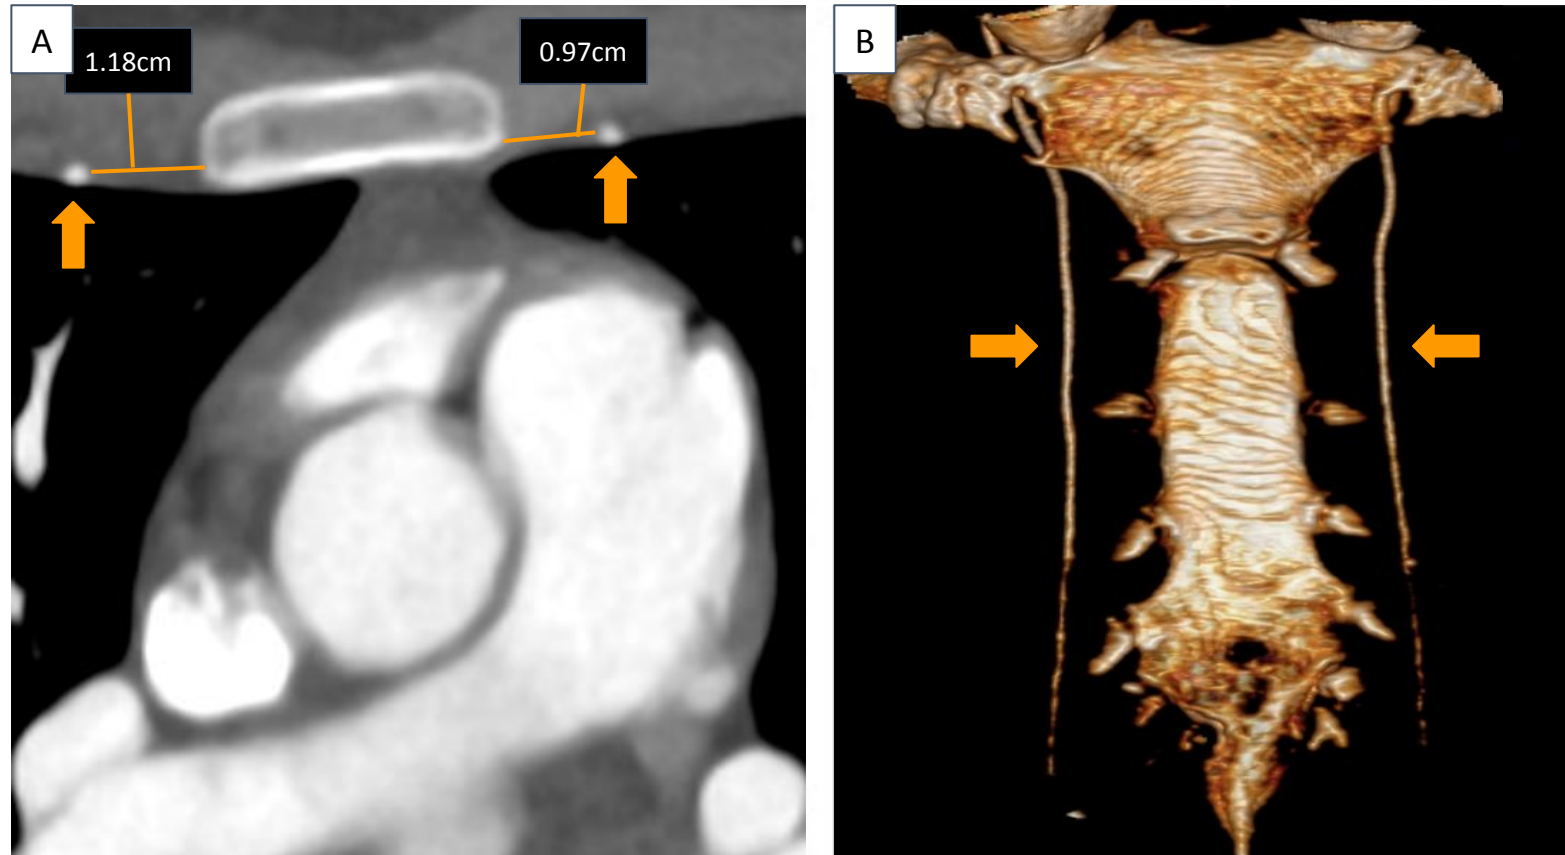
En la imagen A, TC axial con contraste que muestra las arterias mamarias internas en su localización habitual, laterales al margen externo. La imagen B corresponde a una reconstrucción volumétrica que ilustra de forma más clara su relación con el esternón. La identificación de su trayecto resulta clave para evitar lesiones vasculares durante la implantación.
